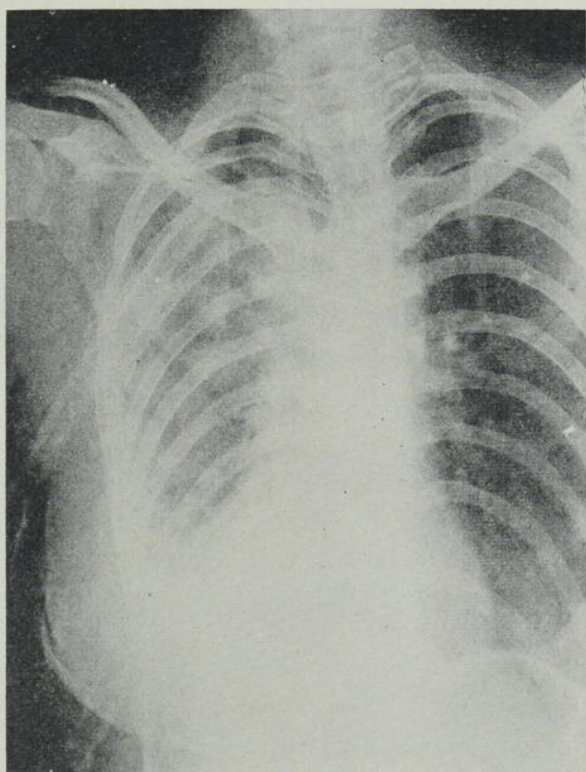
Radiographie prise le lendemain de l'intervention : on observe une pneumatisation partielle du poumon droit. Les tubes de drainage sont en place.
